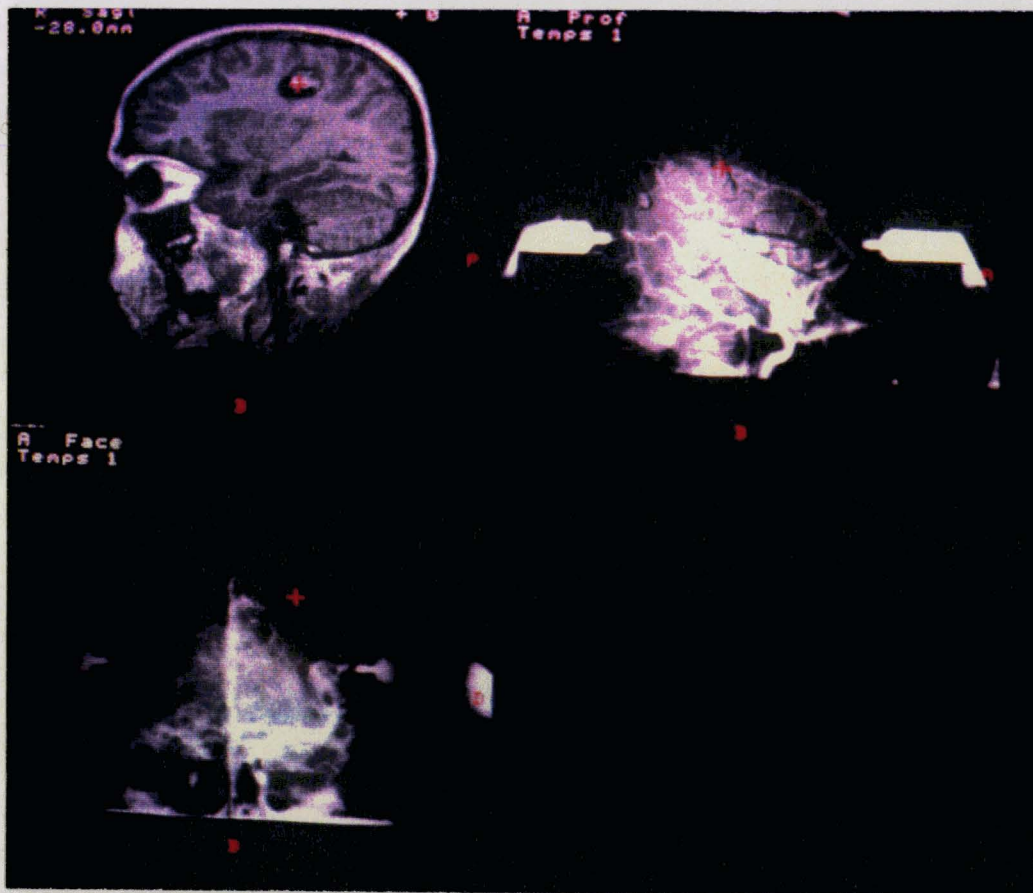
c- Cas où les images de destination sont des radiographies. Le curseur évolue simultanément sur l'image d'origine (image RMN sagittale ici) et sur les deux projections face et profil.
